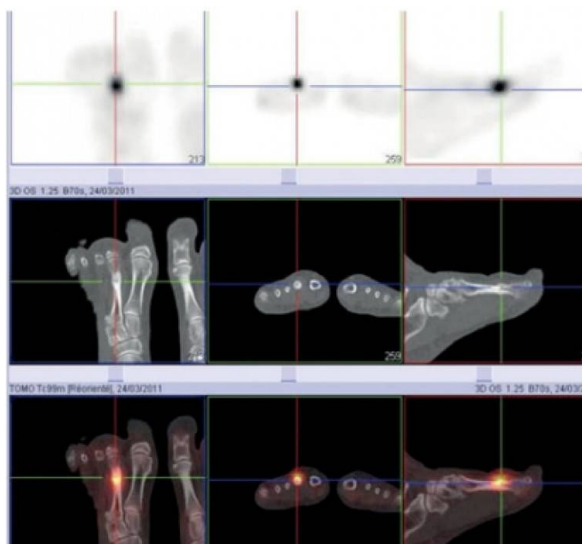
L'hyperfixation du traceur en tomoscintigraphie (ligne du haut) est corrélée avec les images correspondantes du scanner (ligne médiane) et une présentation des documents fusionnés est réalisée selon les différents plans de l'espace.
